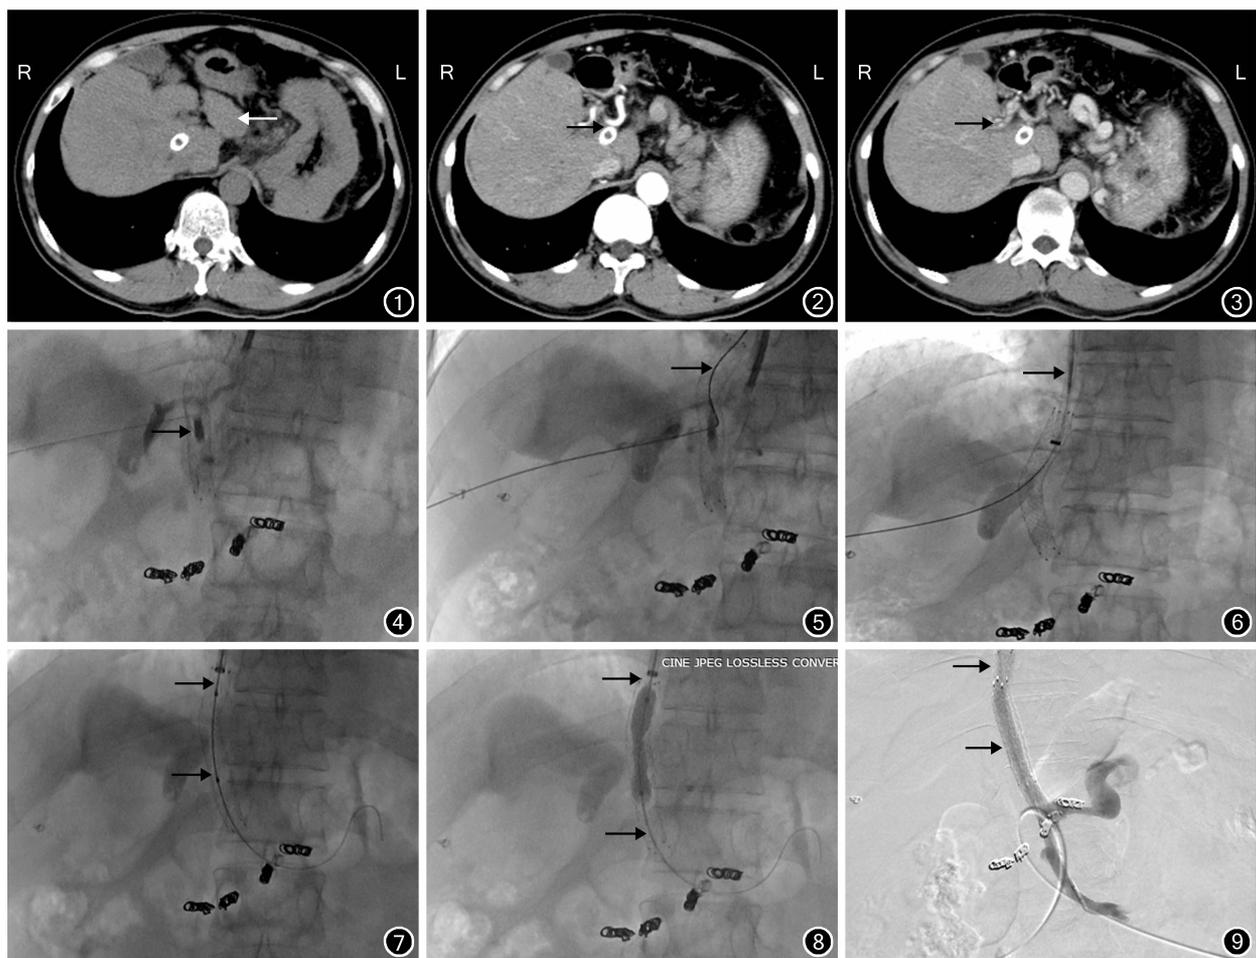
患者入院后腹上区 CT 增强扫描检查示肝脏形态失常,肝左叶萎缩(←) 图2 患者入院后腹上区 CT 增强扫描检查示增强扫描对比剂未进入肝内分流道支架(→) 图3 患者入院后腹上区 CT 增强扫描检查示门静脉海绵样变性(→) 图4 成功经皮经肝穿刺肝内分流道支架(→) 图5 经穿刺针引入微导丝至分流道内入下腔静脉、右心房(→) 图6 交换导管、导丝,经右侧颈内静脉置入 RUPS-100 长鞘,送入抓捕器,将导丝引出颈内静脉(→),成功建立轨道 图7 经颈内静脉入路沿轨道途径引入球囊(→) 图8 由近及远逐步扩张分流道(→) 图9 置入 10~80 mm 覆膜支架,造影检查示肝内分流道通畅(→)
